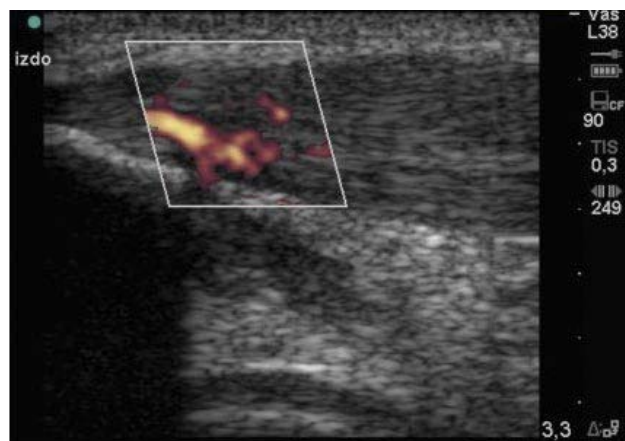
En este corte longitudinal sobre el tercio proximal del tendón rotuliano se aprecia a través del Power Doppler un aumento del flujo arterial, propio de la degeneración tendinosa.
